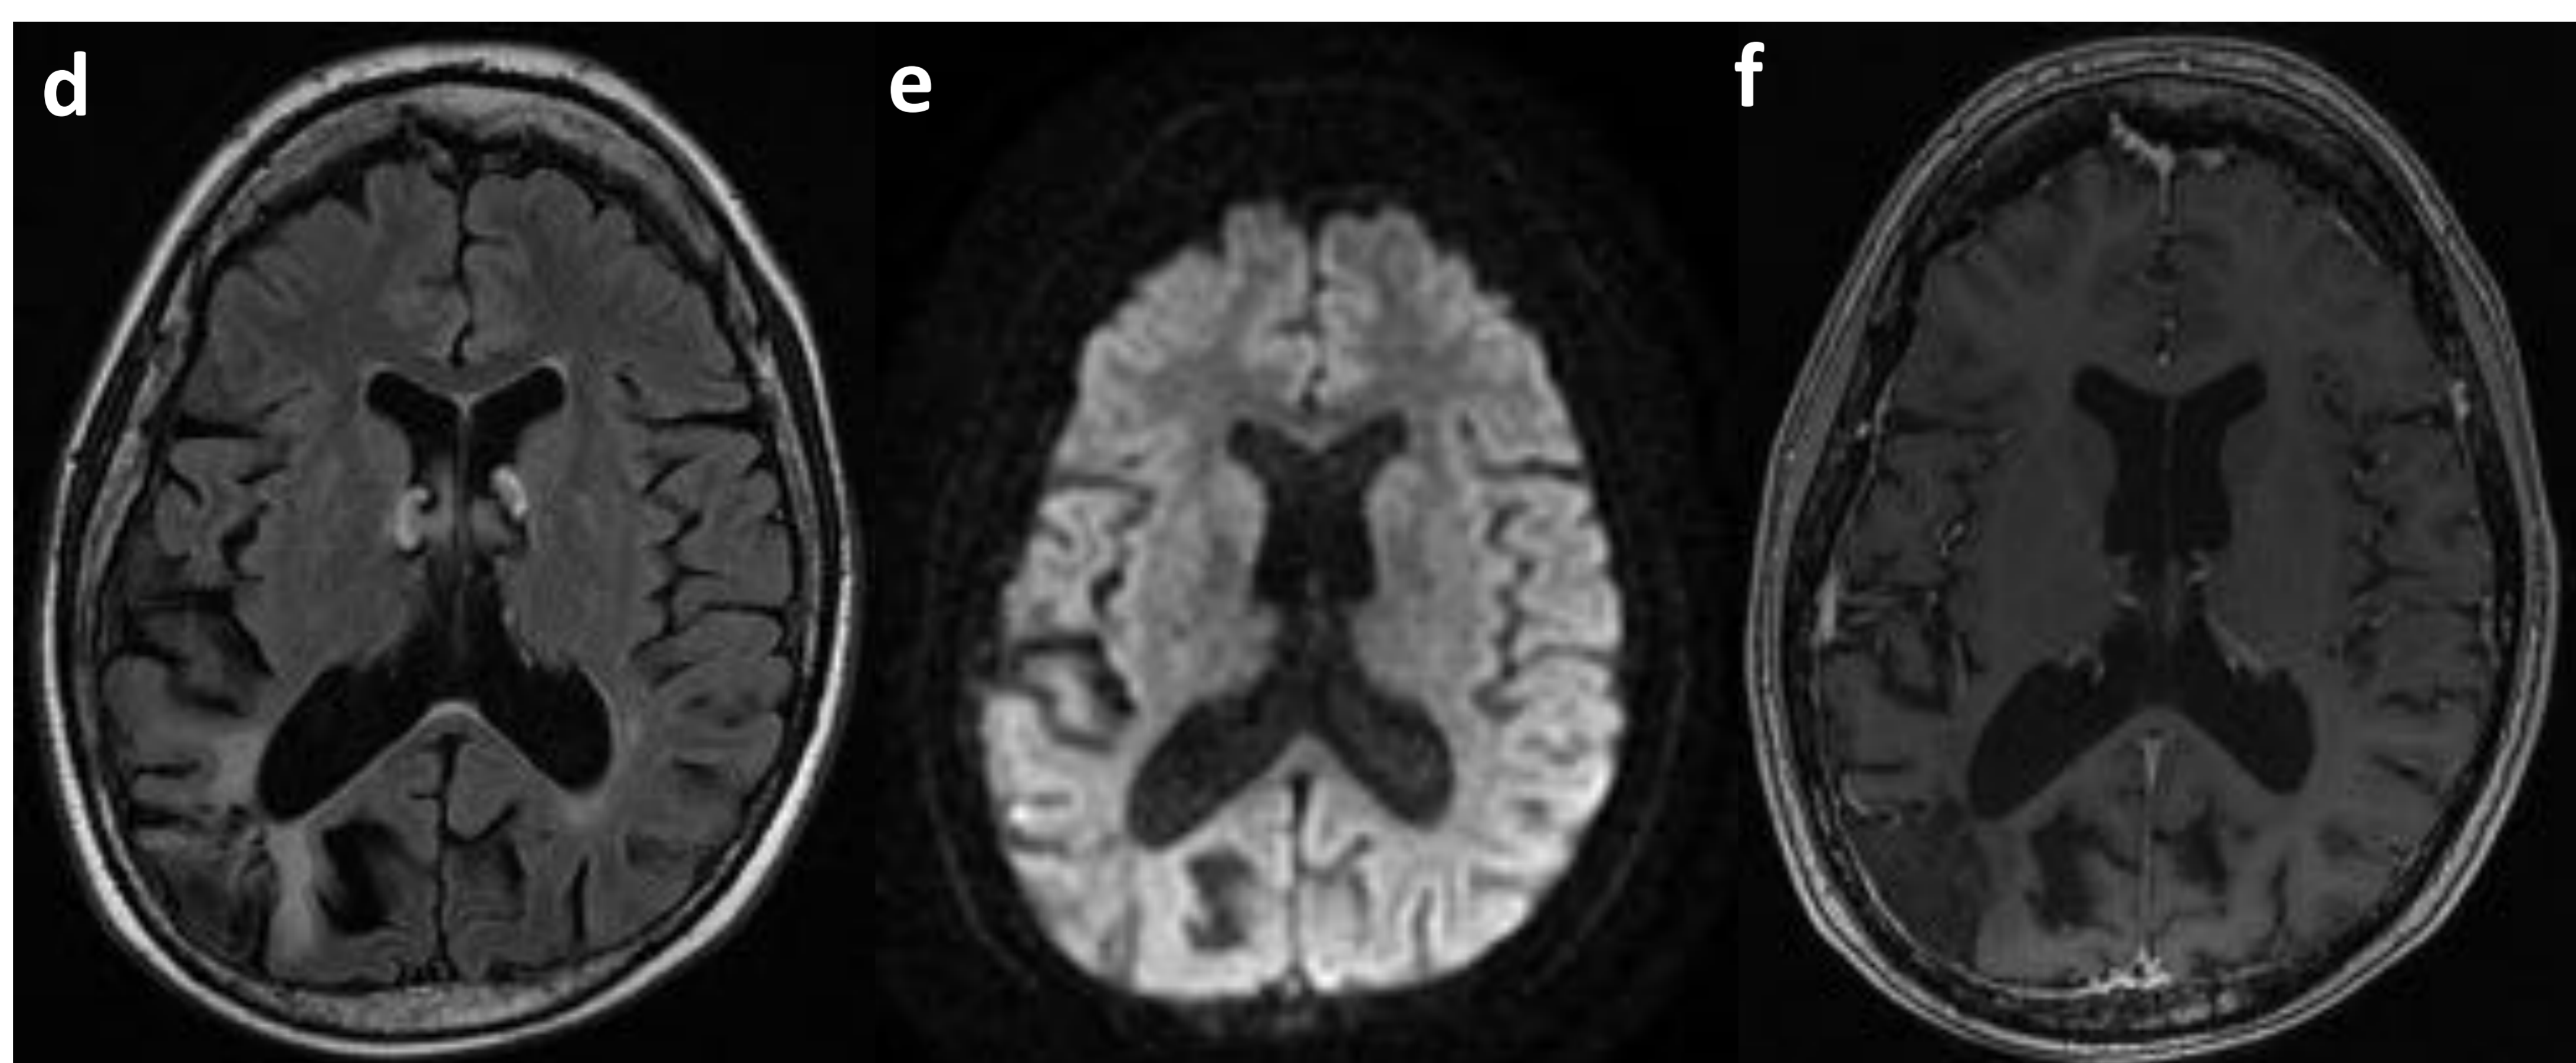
Paciente 3: RM de control a los 6 meses. c) FLAIR, d) Difusión, e) T1 con contraste. Resolución de la afectación cortical parieto-occipital izquierda.
